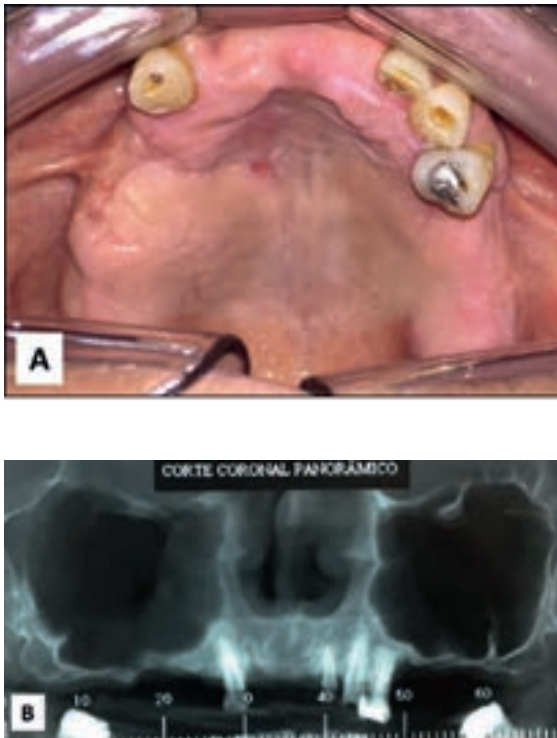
A) Aspecto clínico no pós-operatório de 3 meses. B) Radiografia panorâmica digital demonstrando seios maxilares livres de velamento.
